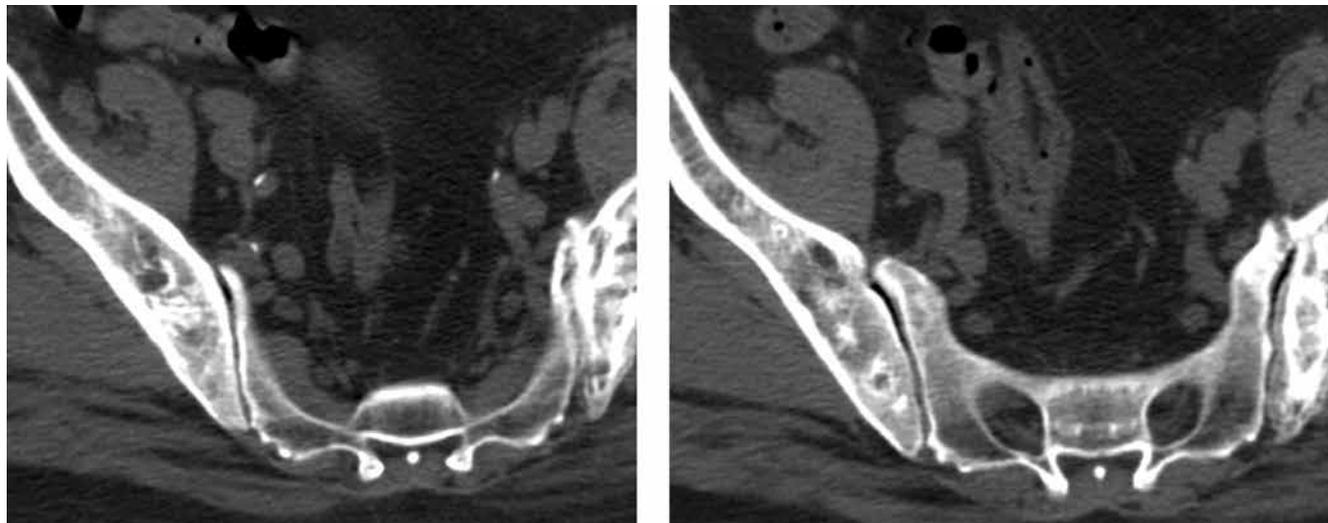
Компьютерная томография костей таза пробанда: визуализируются множественные очаги остеосклероза и деструкции костной ткани
